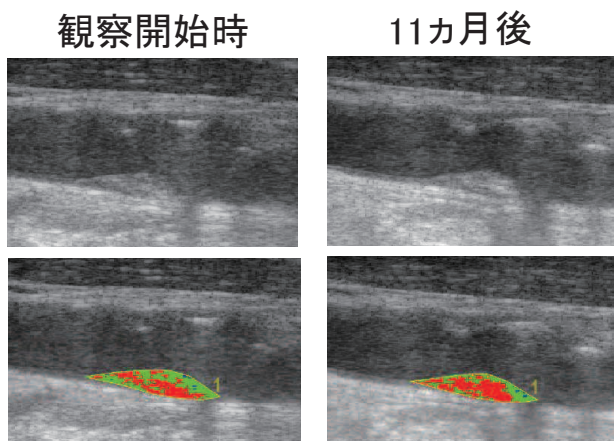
症例3における頸動脈プラークの観察開始時(左)および経過観察時(右)の加工前エコー画像(上段)および試作ソフトウェアによるプラーク組成のカラーマッピング(下段)を示す。
